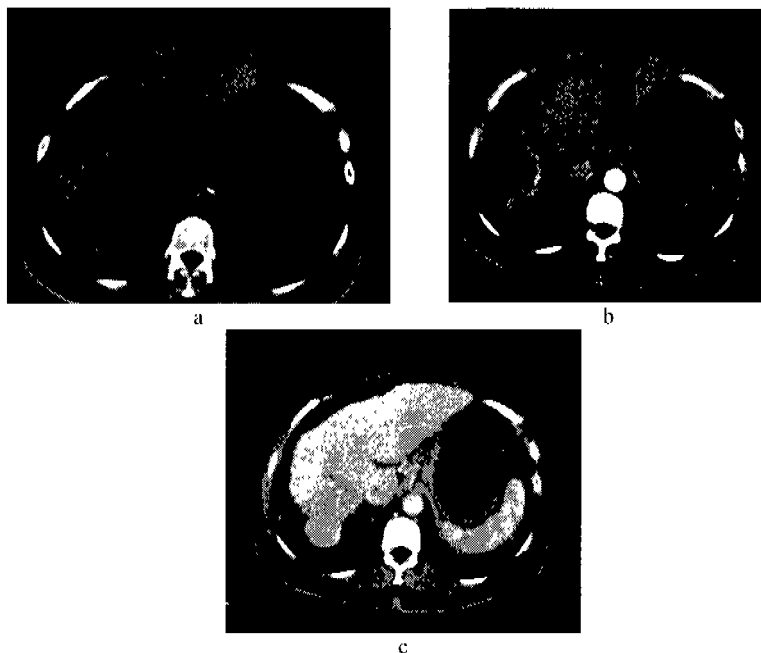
TC que muestra nódulo único con comportamiento típico, hipodenso en TC simple (a) y reforzamiento arterial marcado con vaso nutricio (b) e isodensidad en fase portal (c).
